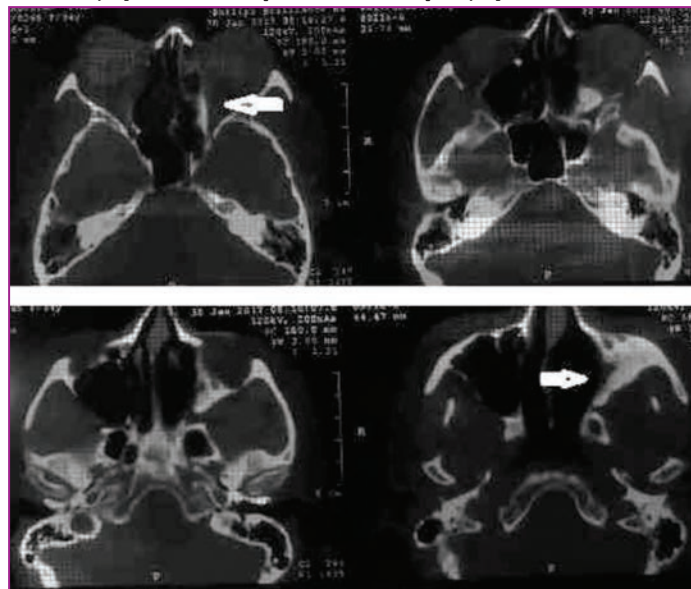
Рентгеновская КТ придаточных пазух носа больной К., 34 года, от 30.01.2017 г.
